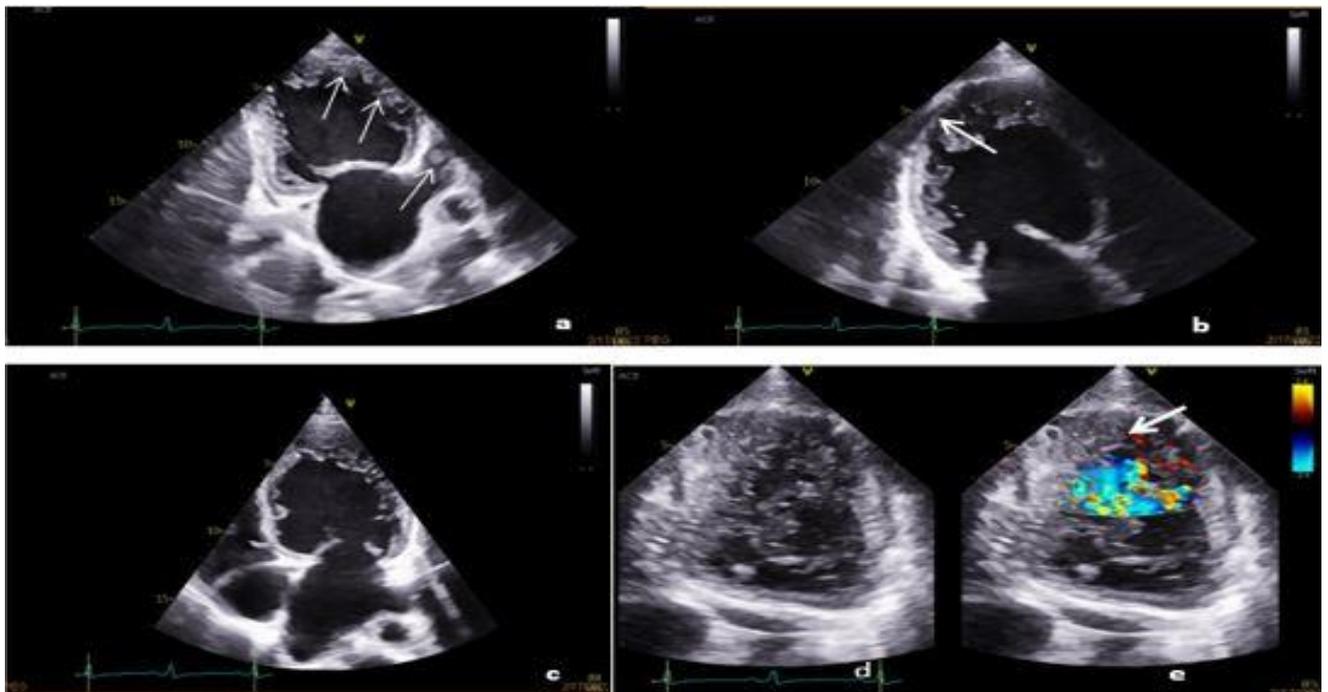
Forme typique de NCVG en échocardiographie : larges trabéculations séparées par des récessus profonds (a,b,c), image sur les trabéculations latéro-apicales (d), flux Doppler couleur à l'intérieur des récessus et en communication avec la cavité VG (e).
